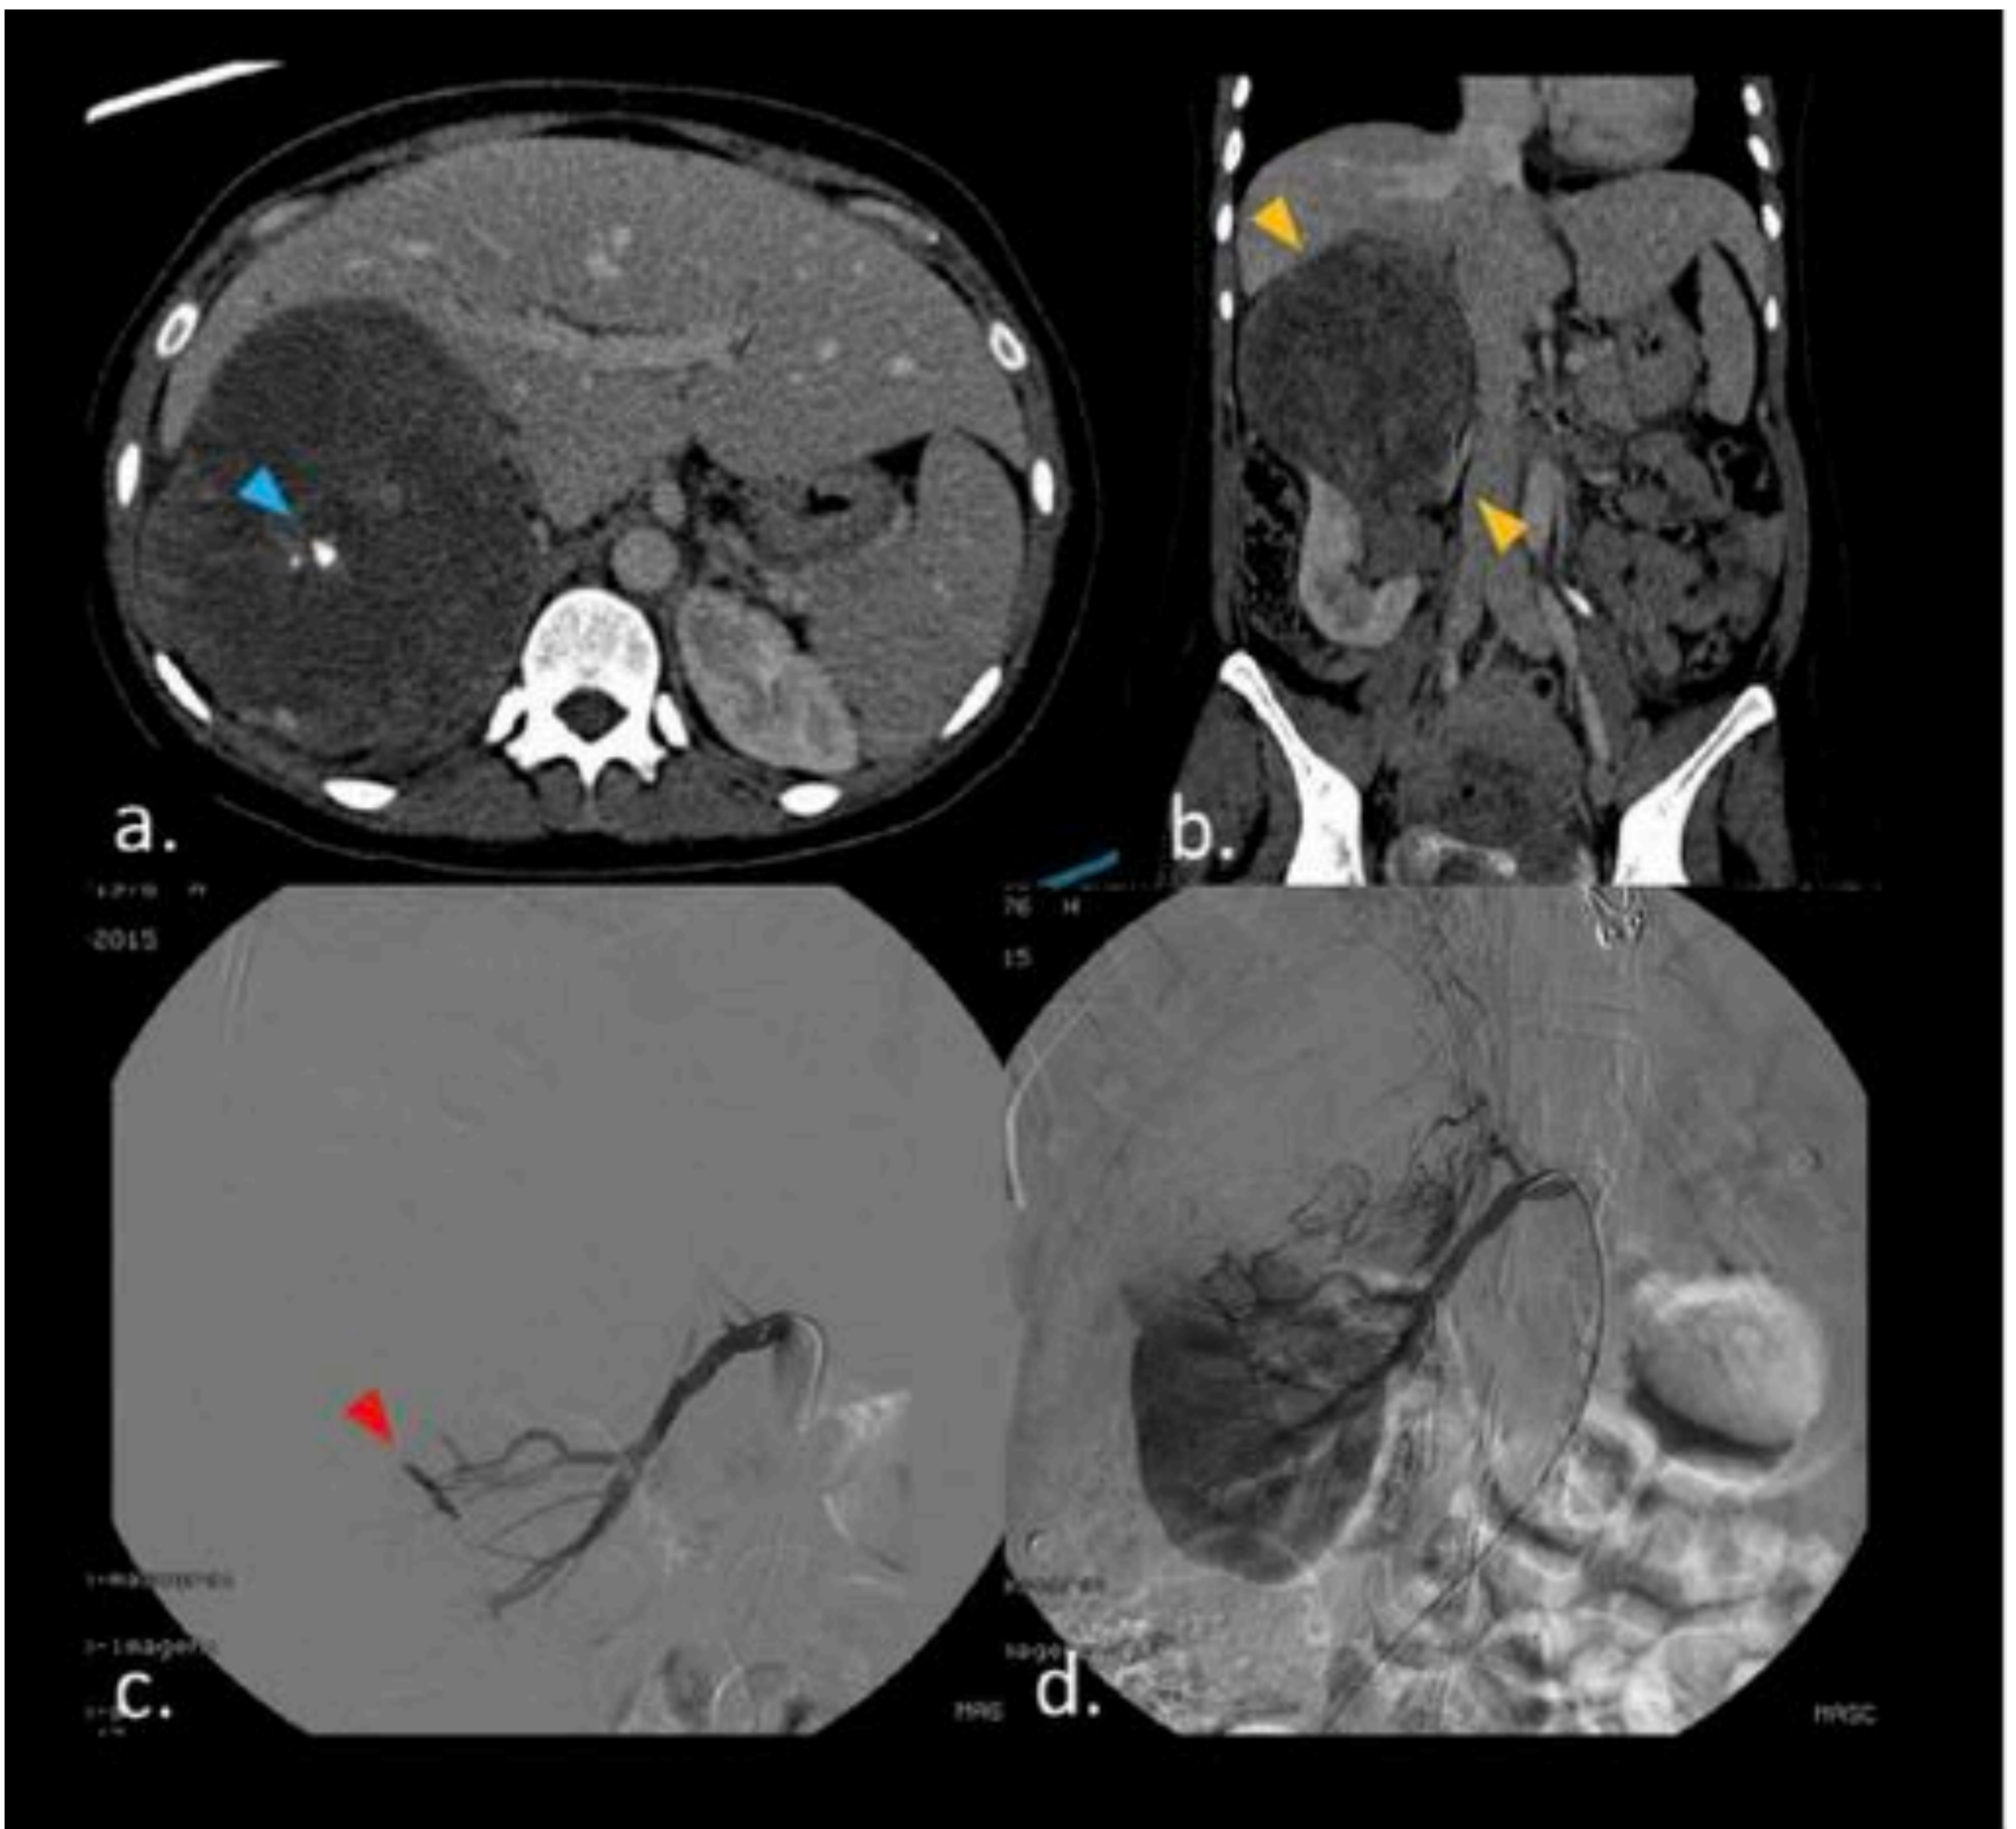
Imágenes de TC axial y coronal de una mujer de 39 años que presenta una lesión en el polo superior del riñón derecho, (angiomiolipoma), con hematoma en el espacio perirenal (cabeza de flecha amarilla, b). Imagen en fase venosa que revela focos hiperdensos (punta de flecha azul, a). Angiografía selectiva de la arteria renal derecha demostrando extravasación de medio de contraste (punta de flecha roja, c) y su cese completo tras la embolización (d).
